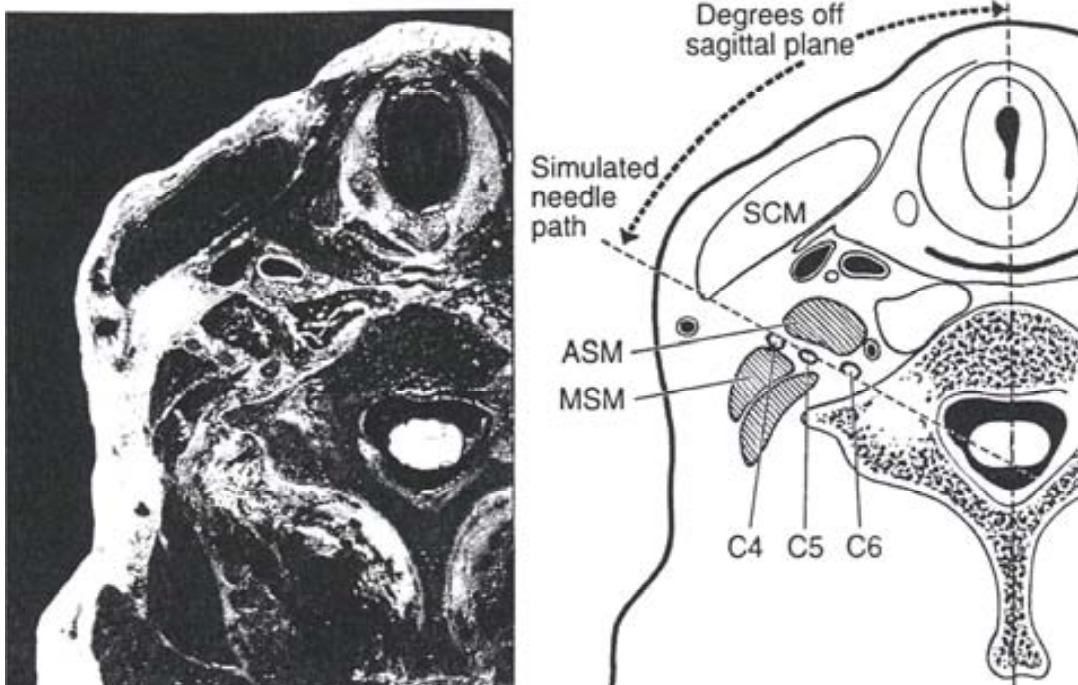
Estudio con RMN demostrando la disposición de las raíces cervicales en el espacio interescalénico. (De: Wong GY, Brown DL, Miller GM, Cahill DR. Defining the cross-sectional anatomy important to interscalene brachial plexus block with magnetic resonance imaging. Reg Anesth Pain Med 1998; 23: 77-80)
